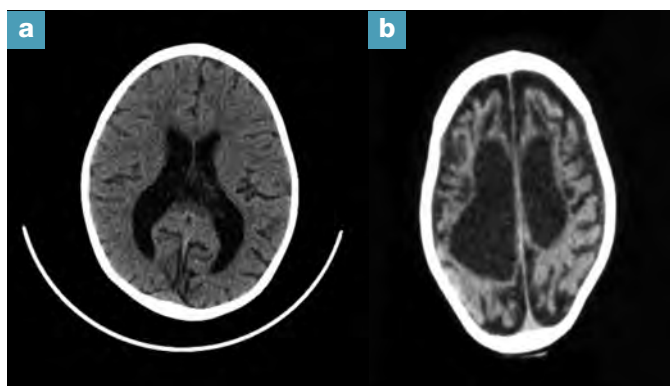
TC craneal simple. Imágenes de atrofia cortical y subcortical. a) Moderada atrofia. b) Grave atrofia corticosubcortical.
